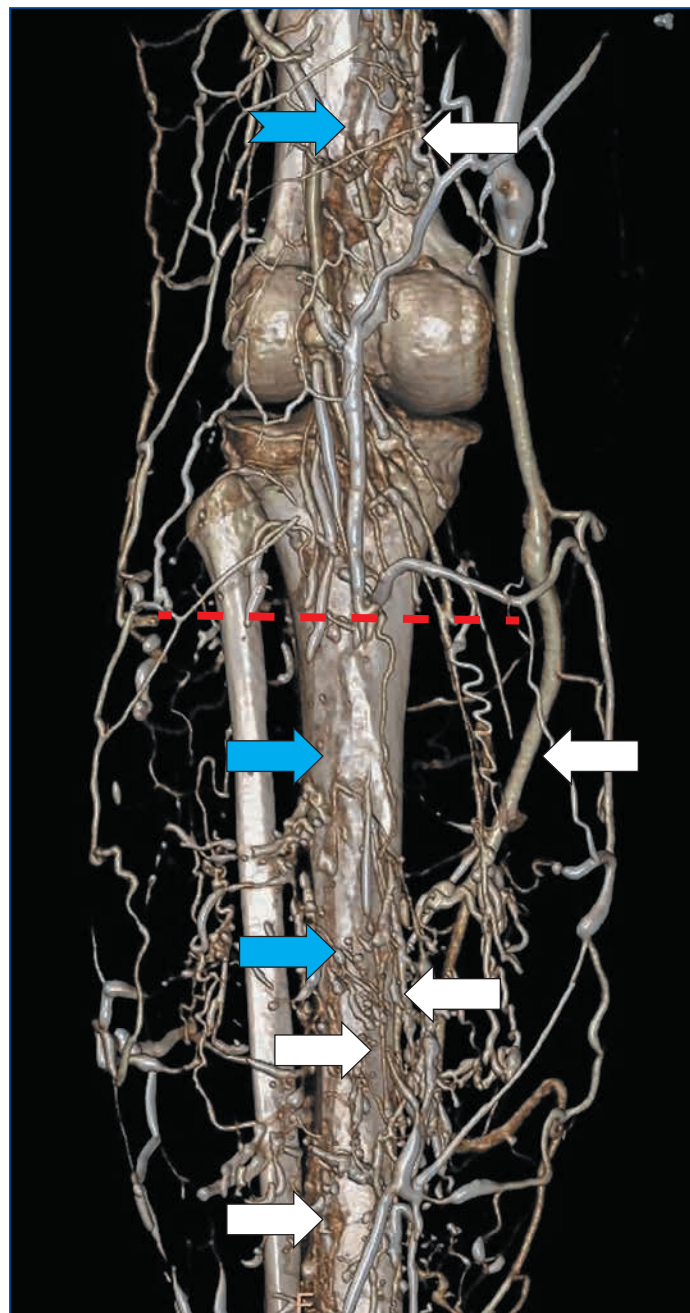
Контрастно усиленная прямая КТ-венография голени и бедра
